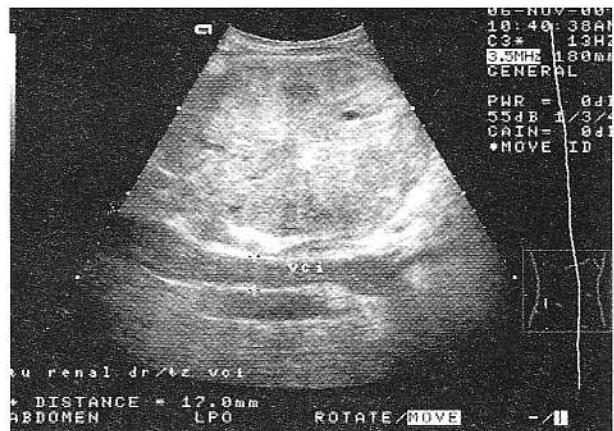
Explorare ecografică. Tumoră renală dreaptă. Vena cavă inferioară cu tromb în interior.
